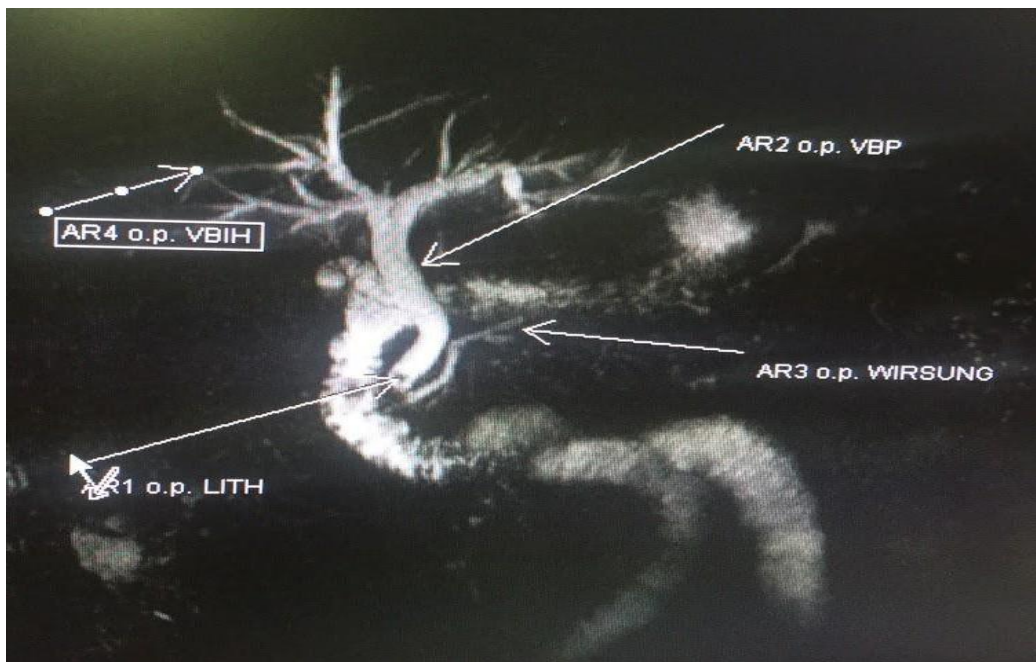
Bili IRM : Coupe Coronale montrant une lithiase de la VBP
